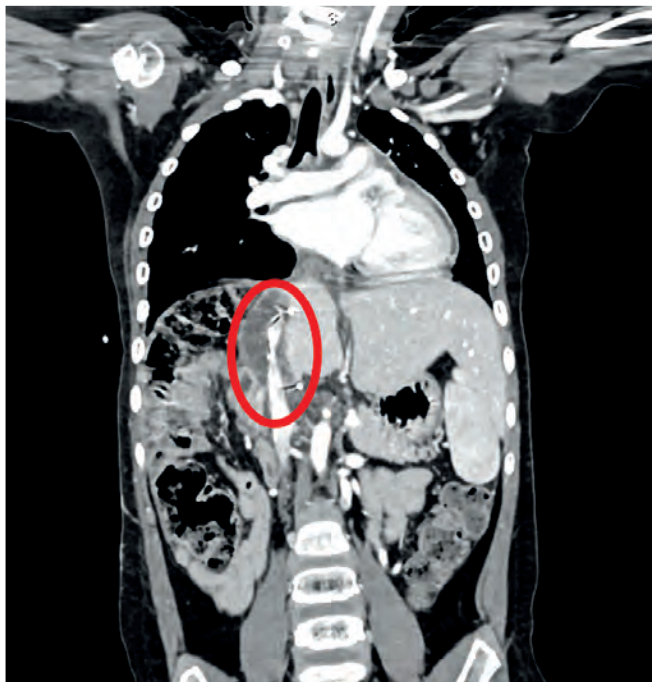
МСКТ с КУ: через месяц после оперативного вмешательства на уровне аутовставки отмечается нитевидное минимальное контрастирование просвета НПВ на протяжении 17 мм
